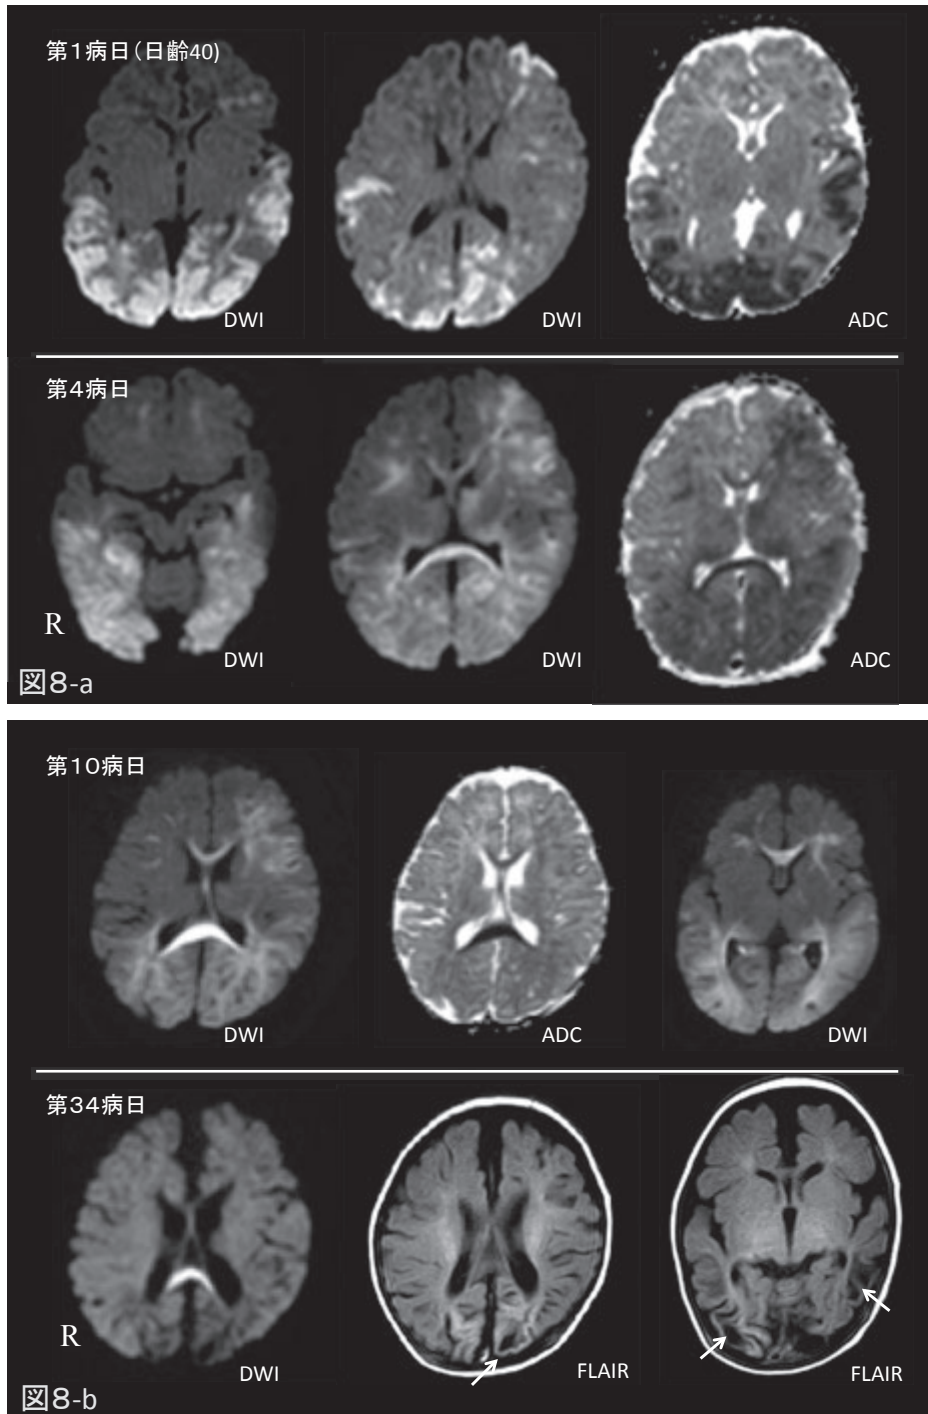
重症型パレコウイルス脳炎(症例4)の頭部MRIの推移
